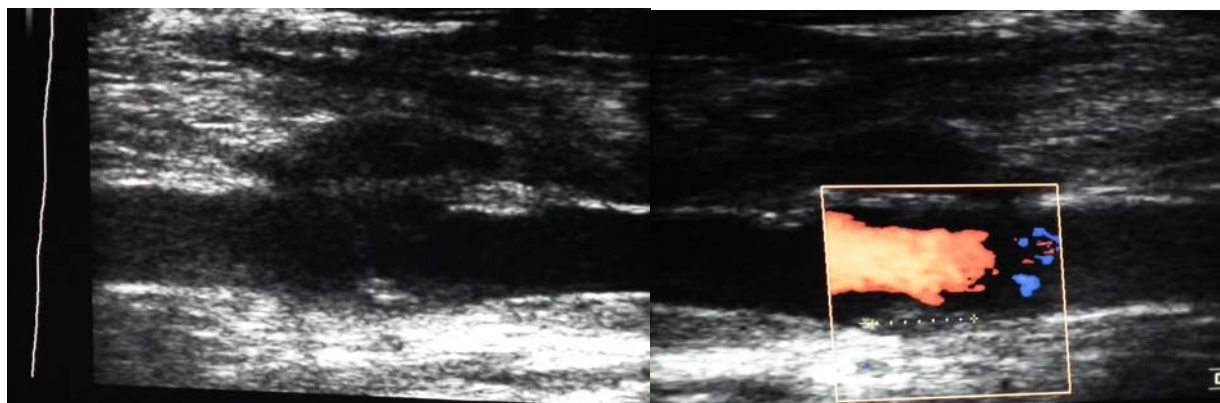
USG duplex a ACI stânga postoperator
